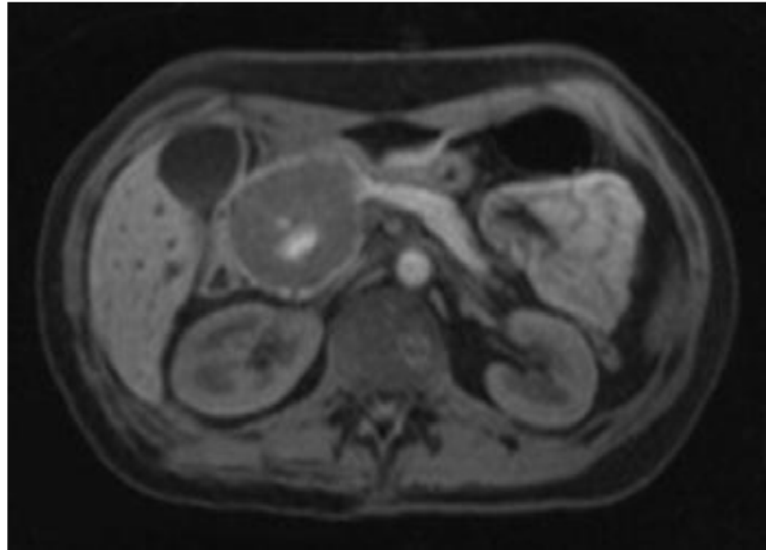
TDM abdominale montrant une masse de grande taille avec capsule bien limitée ne se rehaussant pas après injection du produit de contraste. En rapport avec une TPPS [69].
